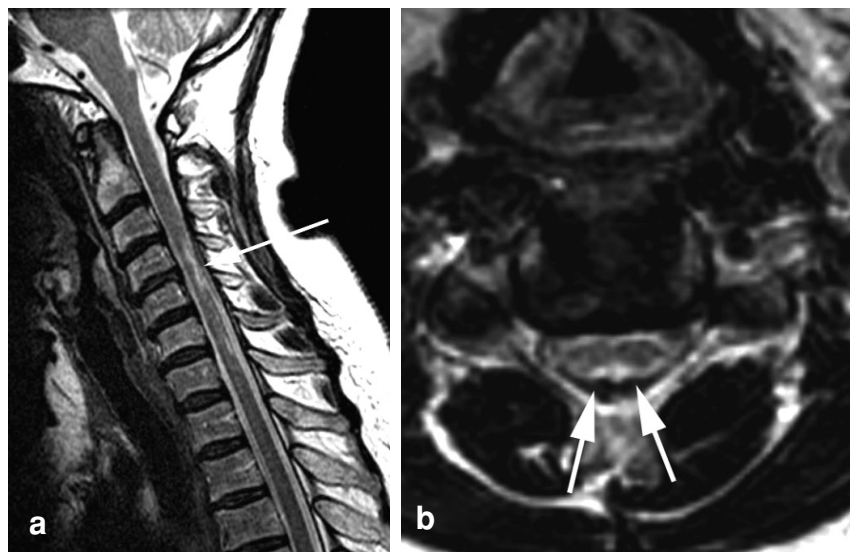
Myélopathie carencielle. IRM, coupes sagittale (a) et axiale (b) en pondération T2. Hypersignal étendu sur une hauteur de 3 à 4 vertèbres, de topographie postérieure (flèche en a), bilatérale et symétrique limité aux cordons postérieurs (flèches en b).
